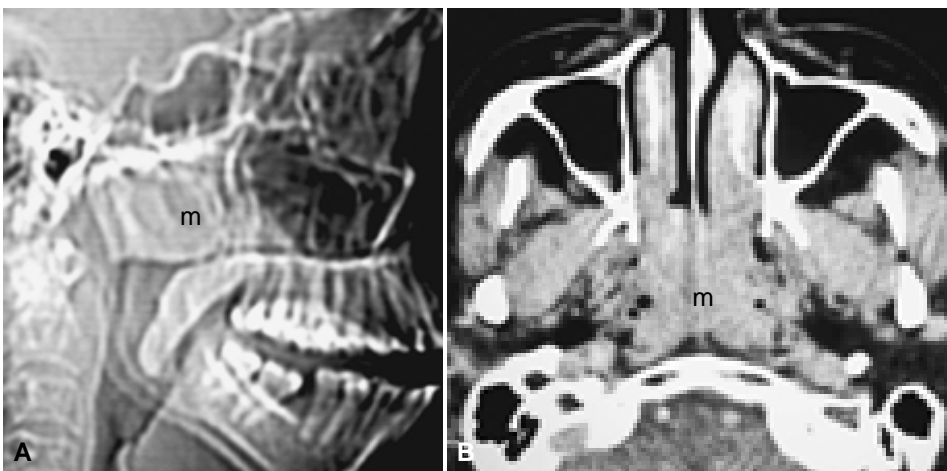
LNH extraganglionar primario del techo nasofaríngeo. Masa simétrica y uniforme en el techo nasofaríngeo (m) en un paciente adulto que no erosiona la base del cráneo. A) Imagen lateral digital. B) Corte axial de TC.
